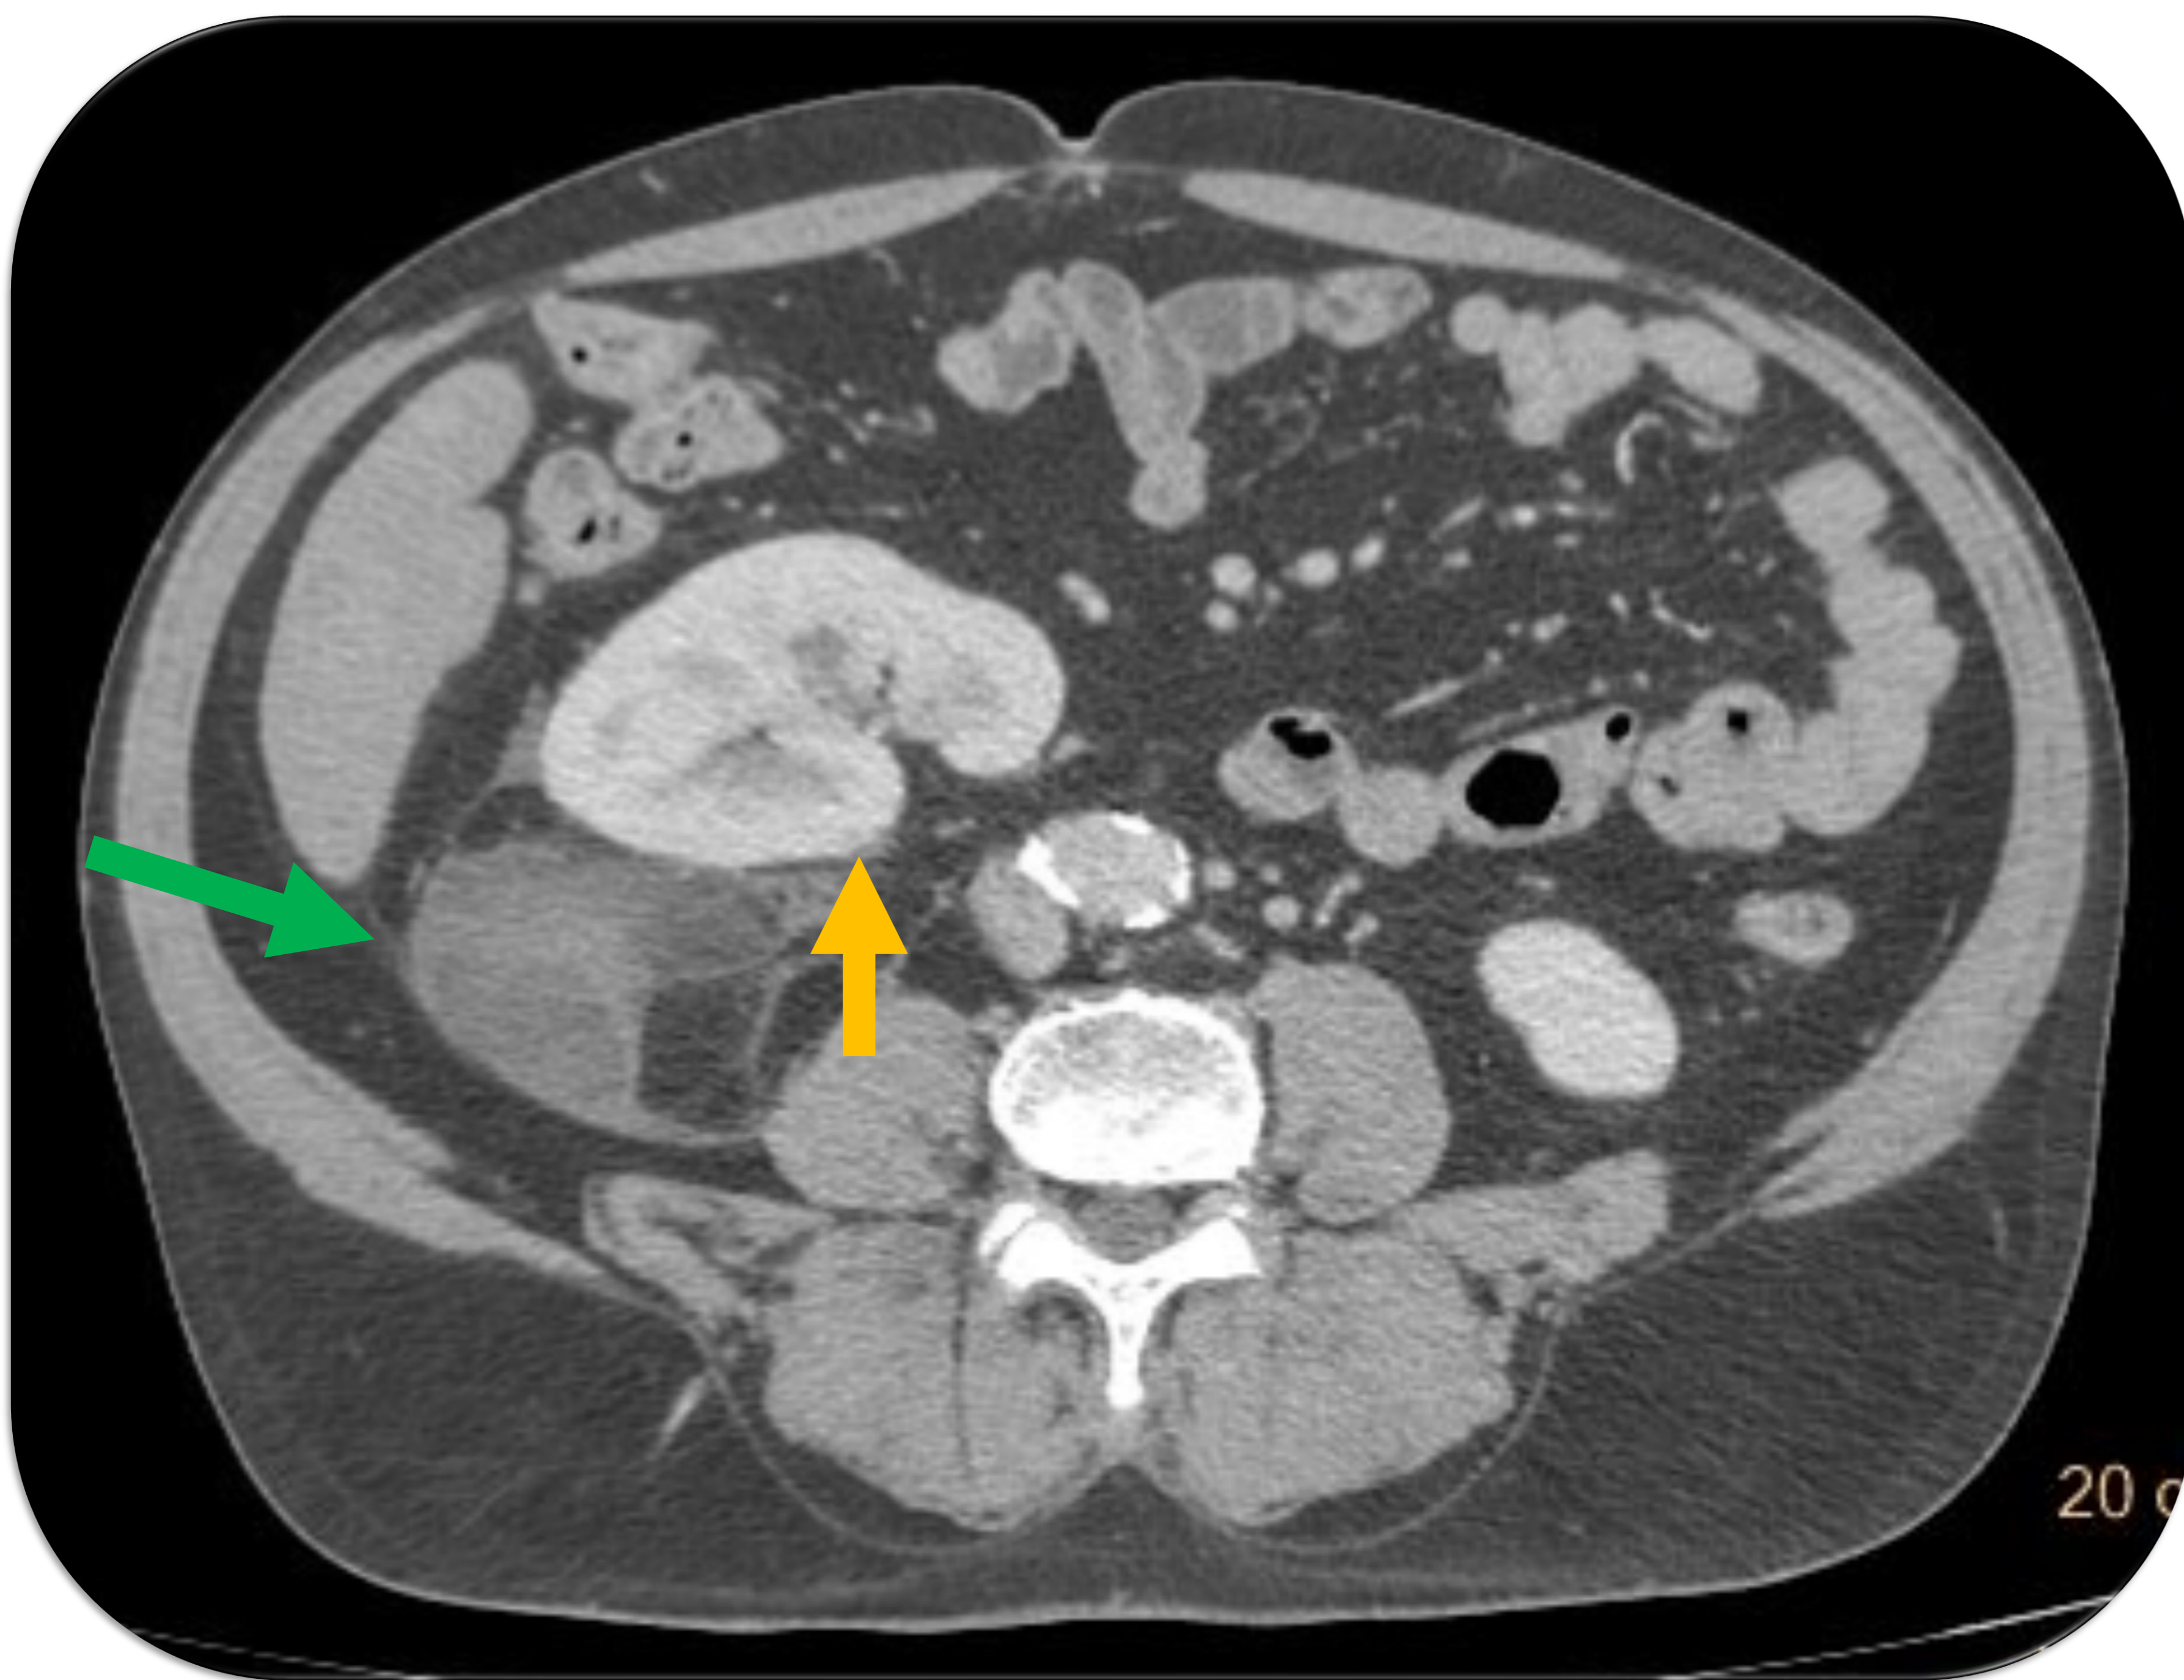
y 4 (TC abdominal con CIV en fase portal):
